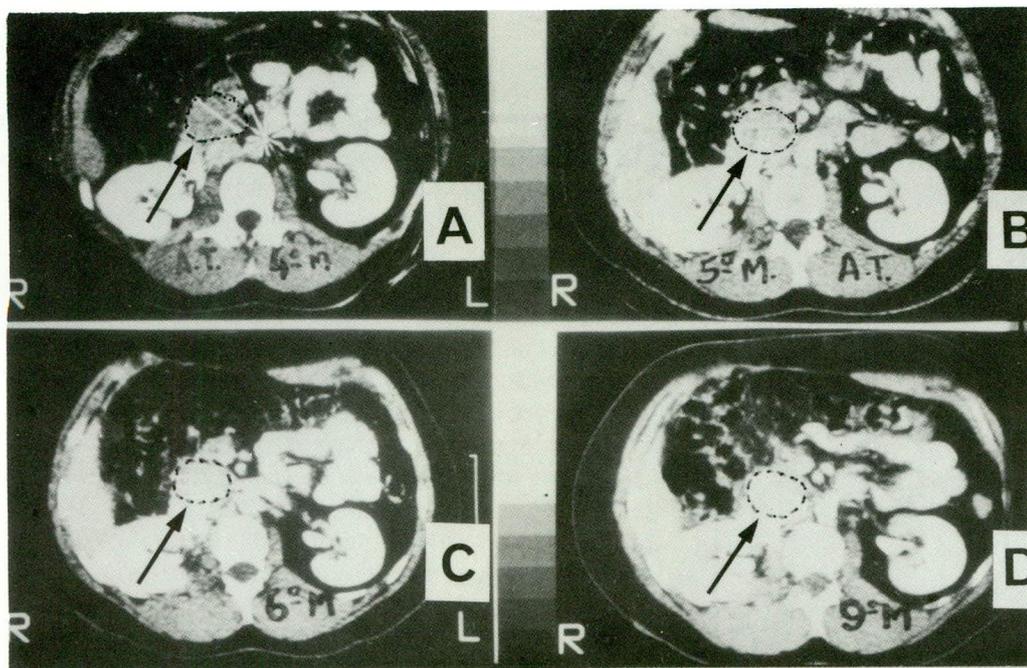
Massa fibrótica anterior à v. cava, detectada após linfadenectomia retroperitoneal (A). A natureza não-evolutiva da lesão foi confirmada por tomografias sucessivas realizadas 30, 60 e 150 dias após o primeiro exame (B, C e D).
